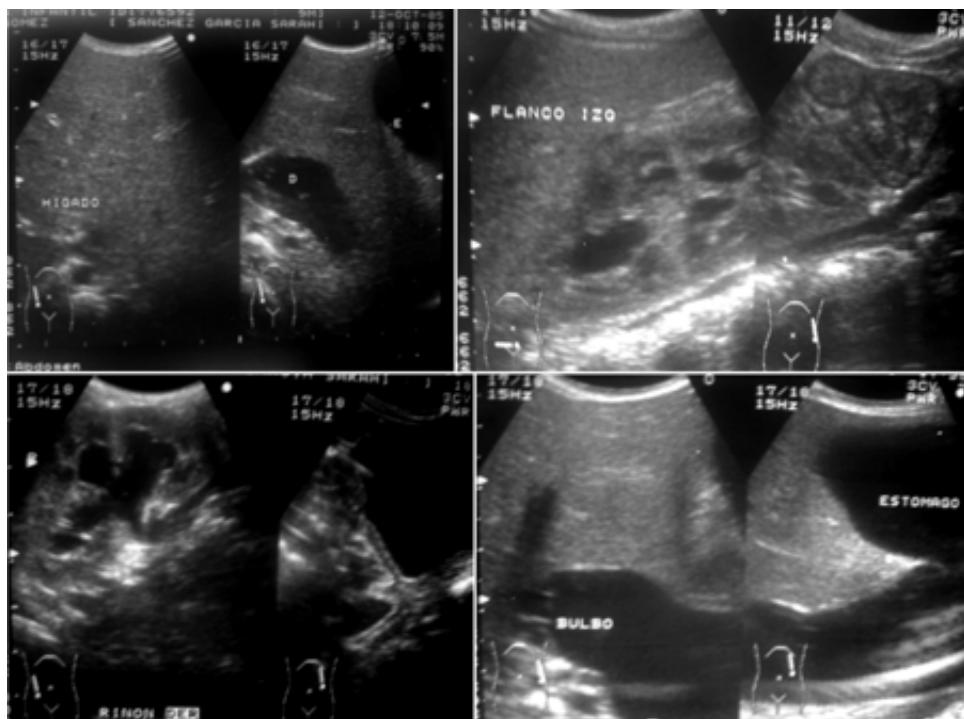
Ultrasonido abdominal, 12-10-05.
